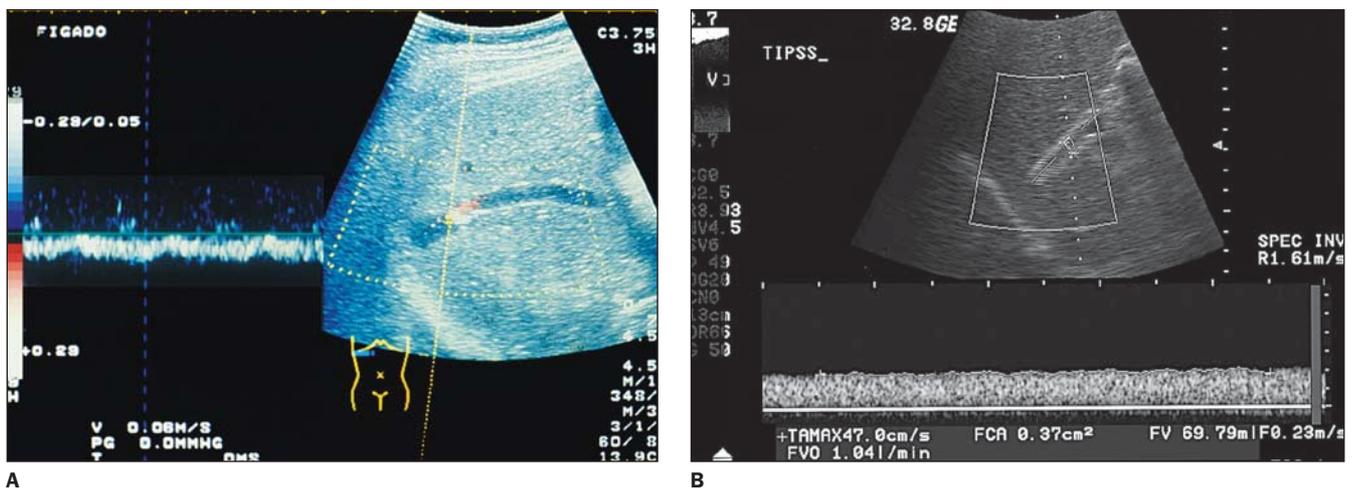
TIPS. Avaliação com o Doppler. A: Doppler colorido e espectral demonstrando TIPS pérvio. B: Doppler espectral mostrando diminuição da velocidade (47 cm/s) no interior do TIPS, sugerindo estenose.
